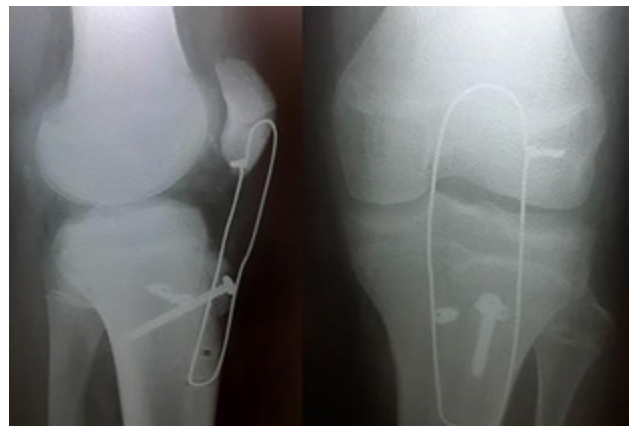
Radiografías postoperatorias de frente y perfil de rodilla izquierda.
